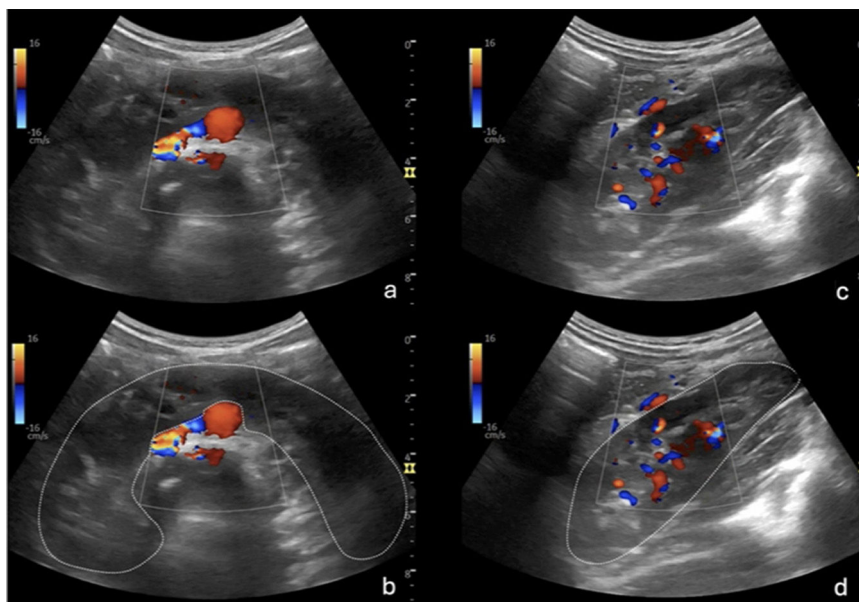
a) Corte transversal del abdomen a nivel de la línea media de epigastrio inferior, con Doppler color, donde se visualiza el RH, la Ao (en rojo) y, a la izquierda, la CI (en azul y mezcla de azul y rojo). b) Imagen previa con delimitación del RH. c) Corte oblicuo a nivel de hipocondrio izquierdo donde se objetiva el riñón izquierdo y su vascularización, mediante Doppler color. d) Imagen previa con delimitación del RI.
